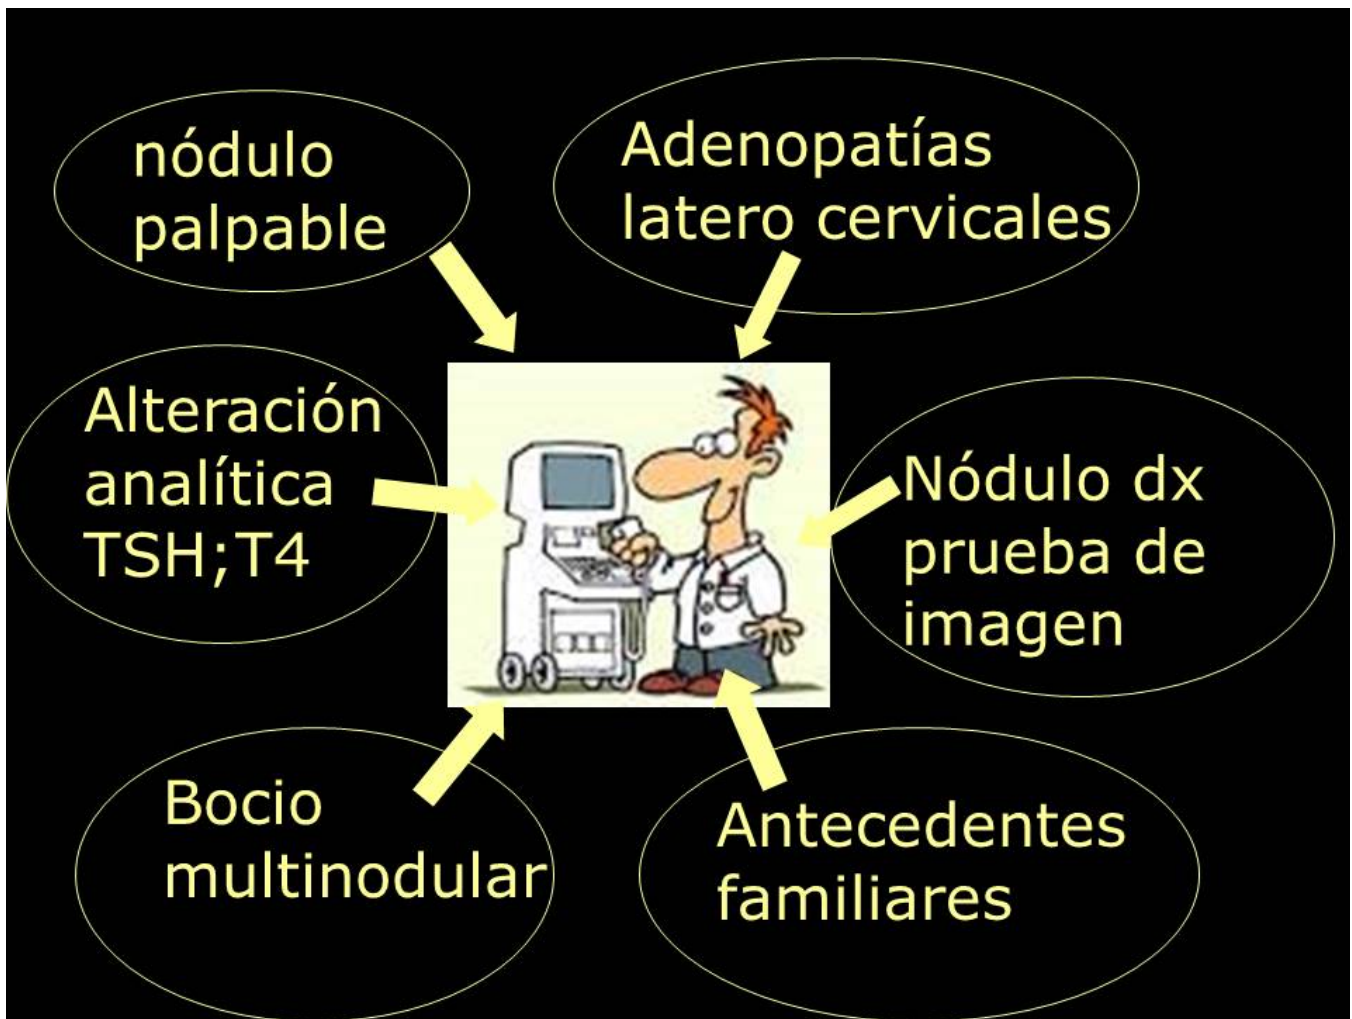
Indicaciones de ecografía cervical
